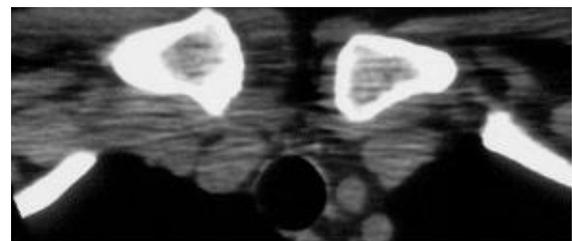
Sindrome SAPHO: immagine TC con evidente addensamento sclerotico ed ipertrofia dell'estremità mediale della clavicola.
